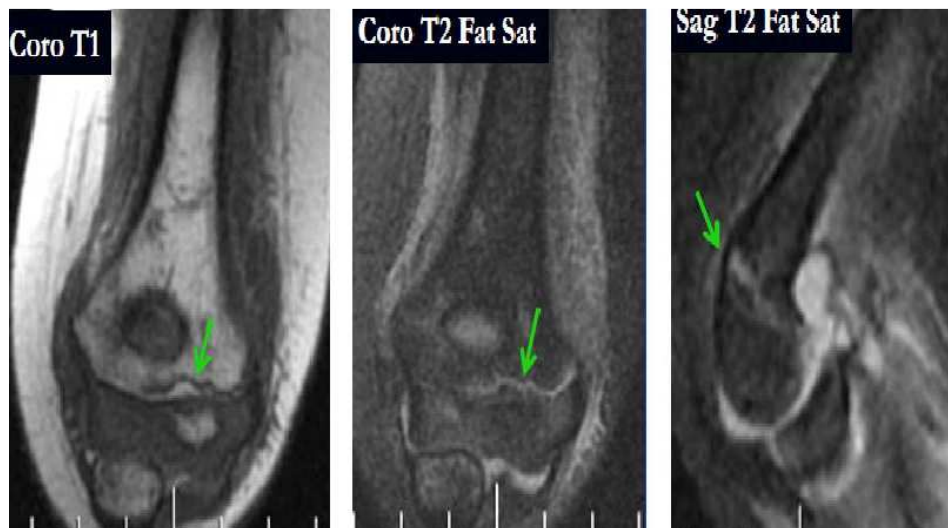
Coupe IRM montrant un trait métaphysaire avec atteinte du cartilage de conjugaison. .[56]
